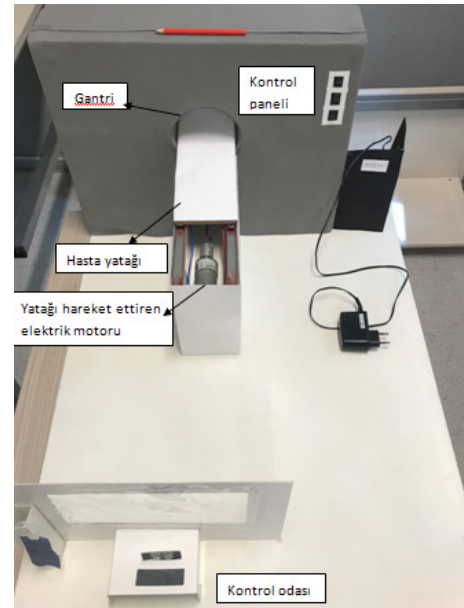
Röntgen Cihazı (yataklı)
